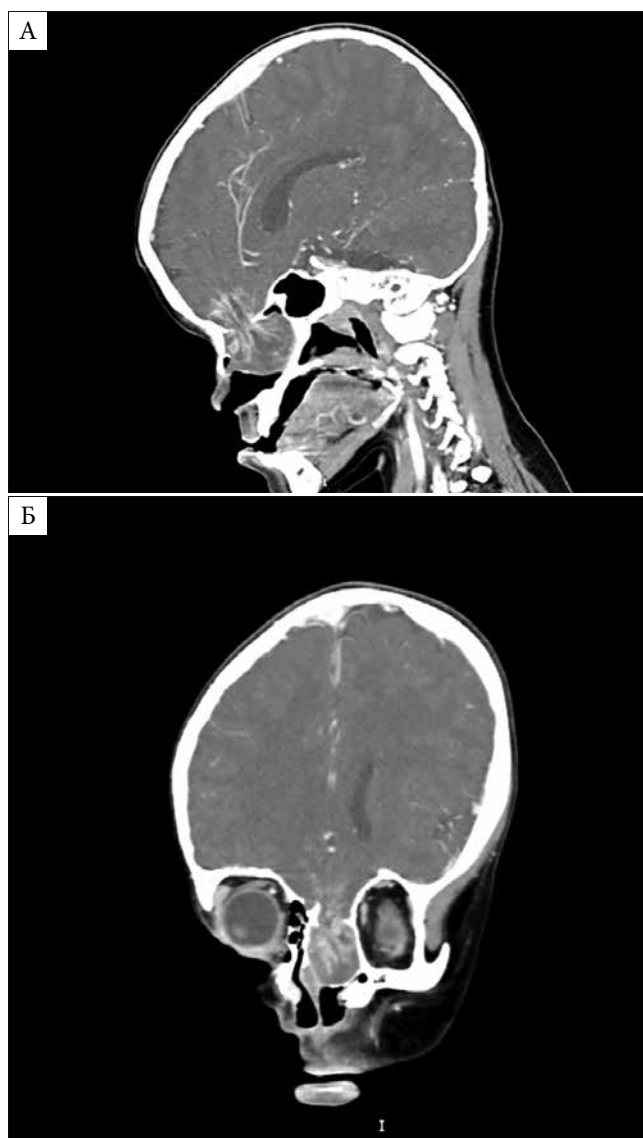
МСКТ головы. Образование в левой половине полости носа, исходящее из передней черепной ямки через дефект в решетчатой пластинке: А – сагиттальная проекция; Б – коронарная проекция
